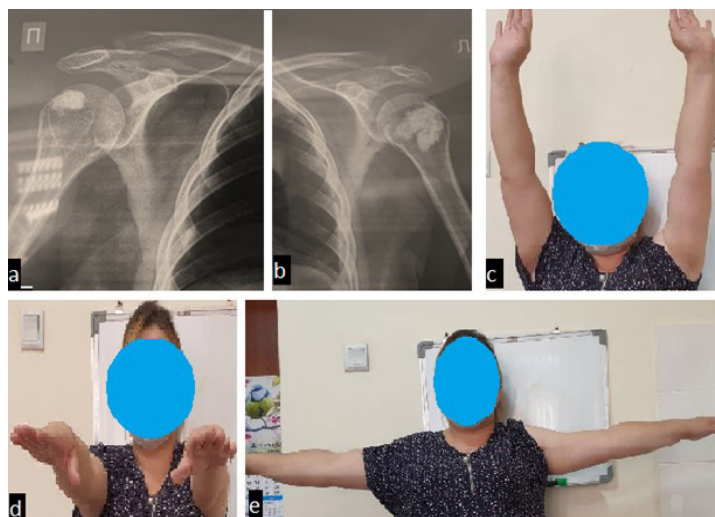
Больная Х. 1988 г.р. Киста головок обеих плечевых костей (результат). Рентгенограмма обоих плечевых суставов в прямой проекции (а, b) через 1 месяц после операции. Функции верхней конечности через 2 месяца после операции. (с, d, e)
